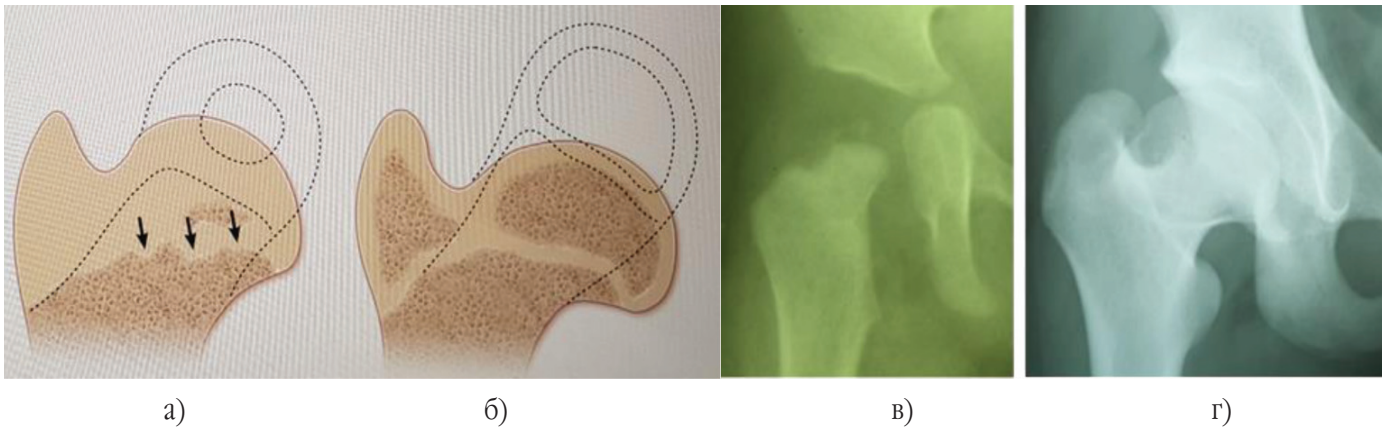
Розвиток ПВС при 4 типі АНГСК за Buchholz-Ogden: а, в) початкові рентгенометричні прояви з тотальним ураженням головки та шийки стегнової кістки у дитини 9 міс. після лікування вродженого вивиху правого стегна в шині типу Гнівковського; б, г) наслідки АНГСК із високим положенням великого вертела, вкороченням шийки та головки стегнової кістки у цієї ж дитини у віці 11 років. Пунктиром показаний розвиток ПВС у нормі
